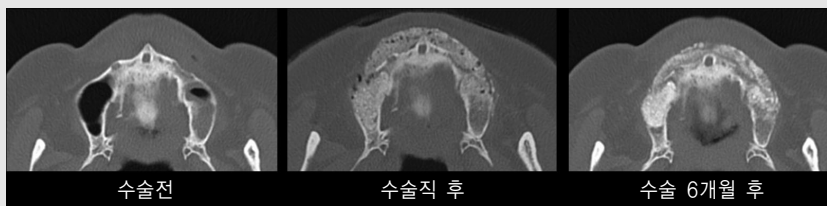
상악 치조골의 높이와 폭이 작은 환자의 수술전 CT 이미지와 rhBMP-2와 하이드록시아파타이트(노보시스-덴트, ㈜ 대웅바이오)를 혼합하여 상악동과 치조골 협측에 이식하고 조직재생유도술(GBR)을 시행한 직후 CT 이미지 및 6개월 후 골재생된 모습을 보이는 CT 이미지. 상악동과 상악 전치부와 소구치부 치조골 협측에 이식된 골이식재가 수술직 후에 비해 6개월 후에 잘 골화되고 있음이 관찰된다.
